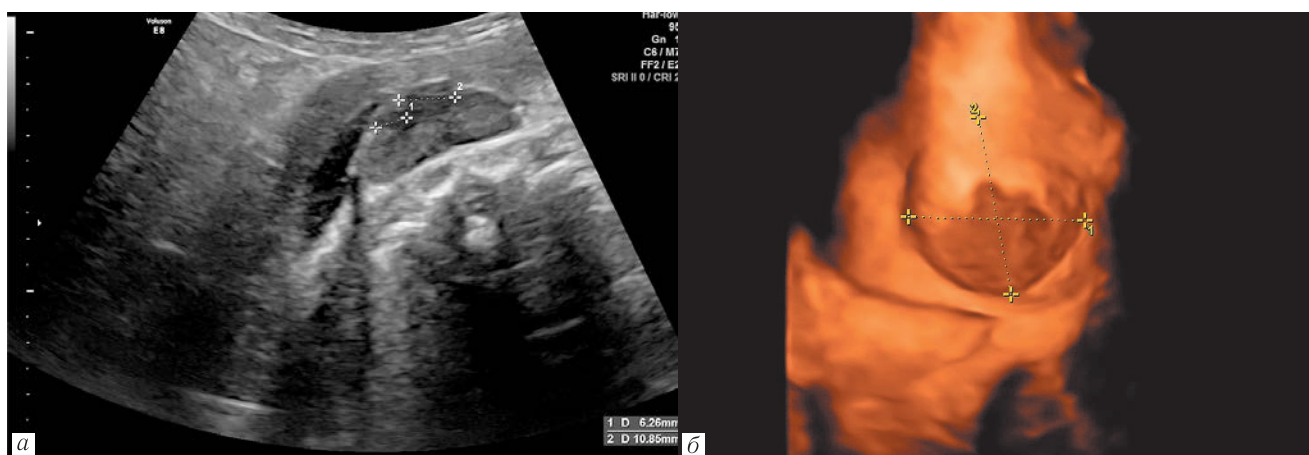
УЗИ на 37-й неделе: *а* — эхограмма груднопоясничного отдела позвоночника в сагиттальной плоскости: неоднородное образование за счет двух гипоехогенных компонентов; *б* — беременность 37 нед. Объемная реконструкция гемангиомы мягких тканей груднопоясничного отдела позвоночника плода
